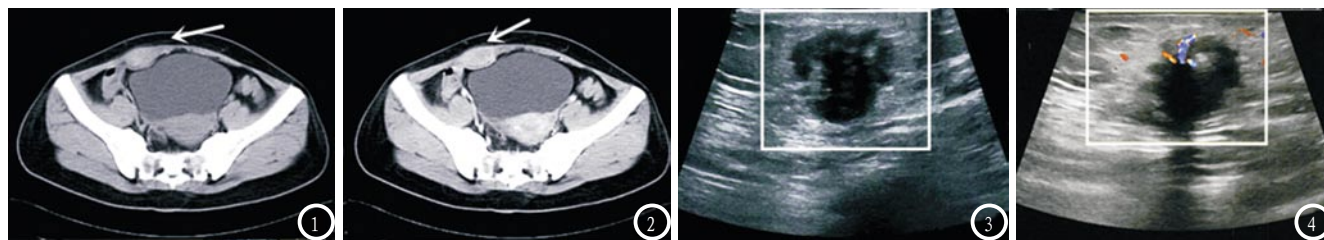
2为同一患者CT平扫及CT动态增强扫描图像, CT平扫(图1)示右侧腹直肌内等密度实性团块, 增强门脉期(图2)病变后显著强化。图3-4为同一患者彩色多普勒超声及血流显像, 彩色多普勒超声(图3)显示病变为低回声、内部边缘见多发斑点状强回声, CDFI(图4)显示病灶内边缘可见血流。
